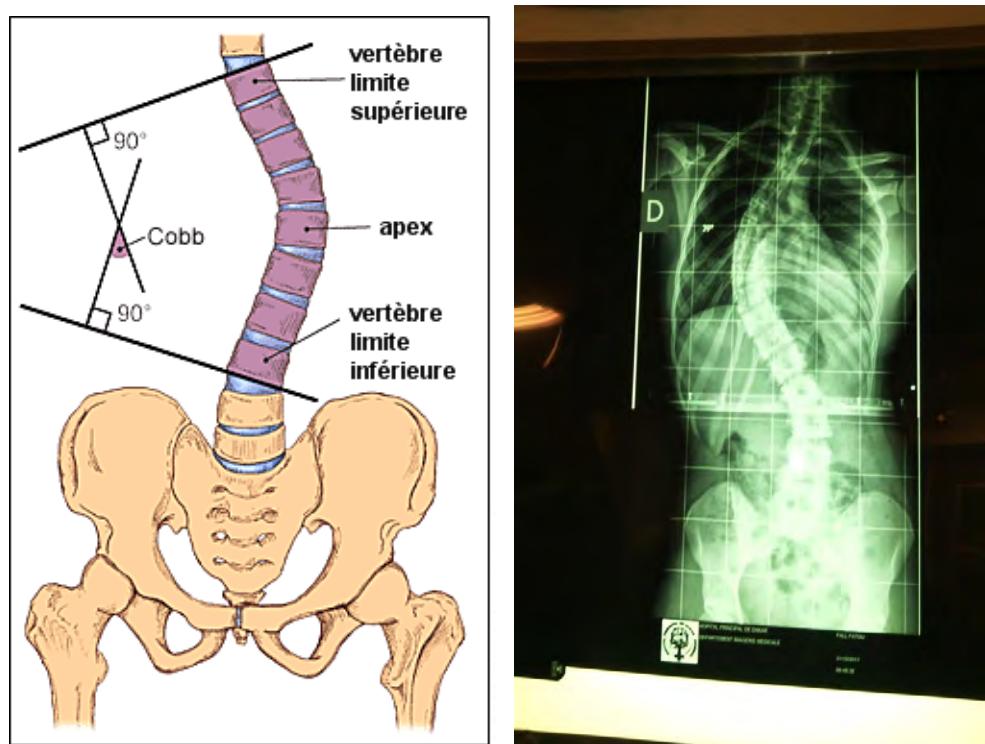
(a et b): Radiographie d'une scoliose, calcul de l'angle de Cobb ([1] et CHOM)
